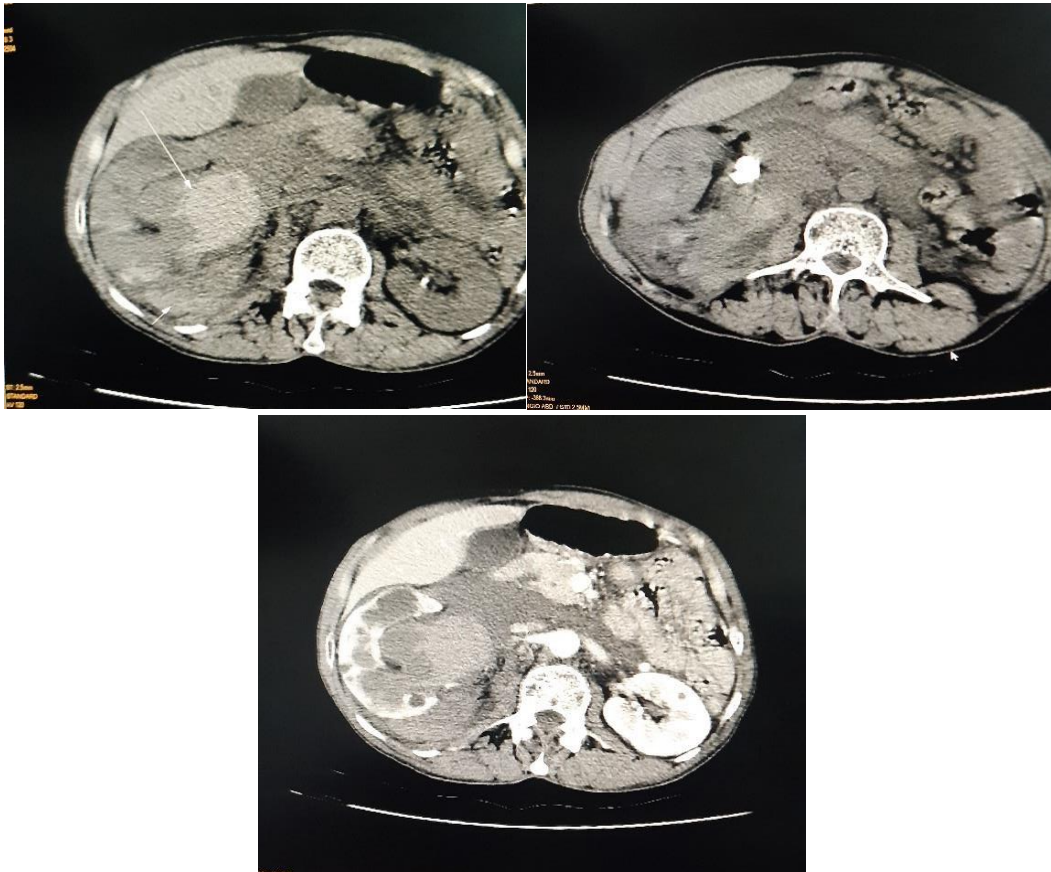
TDM abdominale (CHU HASSAN II de FES)
